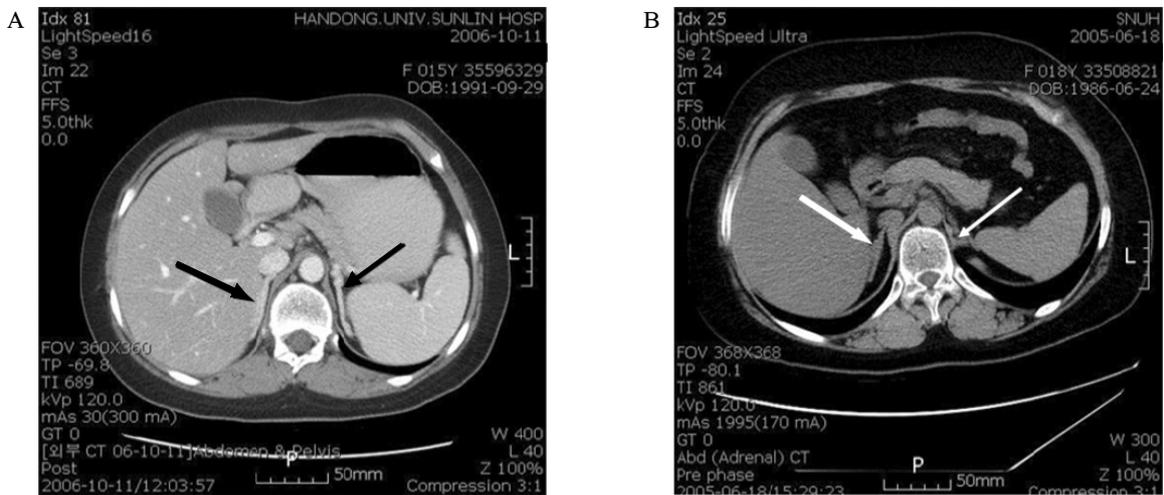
Computed tomography scan of the abdomen, case 1 (A) and 2 (B). Bilateral adrenal hyperplasia was noted (arrow).
